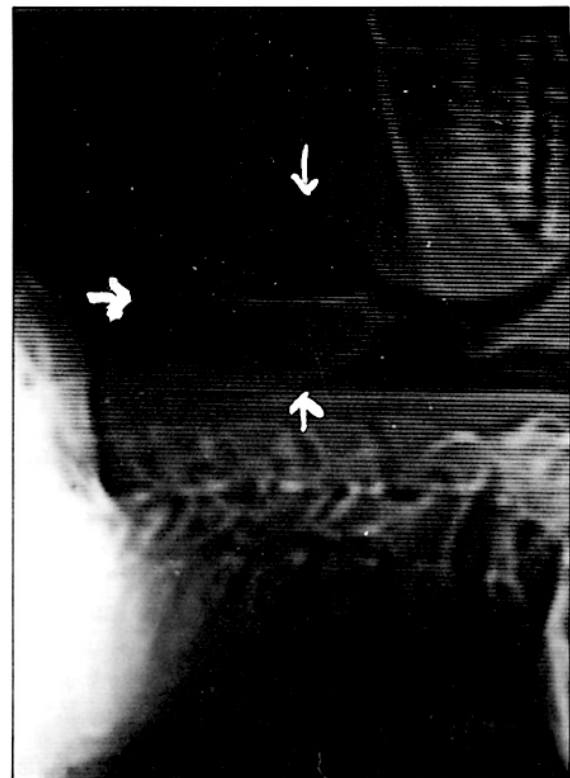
Tomografía sagital de cuello en decúbito supino.
